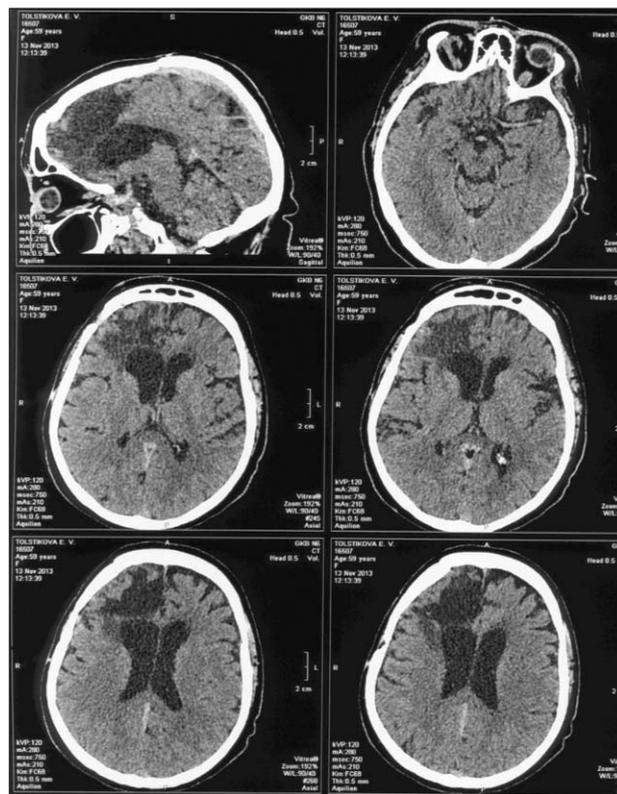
КТ головного мозга больной Т., 59 лет. Обширная викарная киста правой лобной доли, сообщающаяся с боковым желудочком. Регионарная наружная гидроцефалия справа. Фокальная корковая дисплазия в правой теменной области
